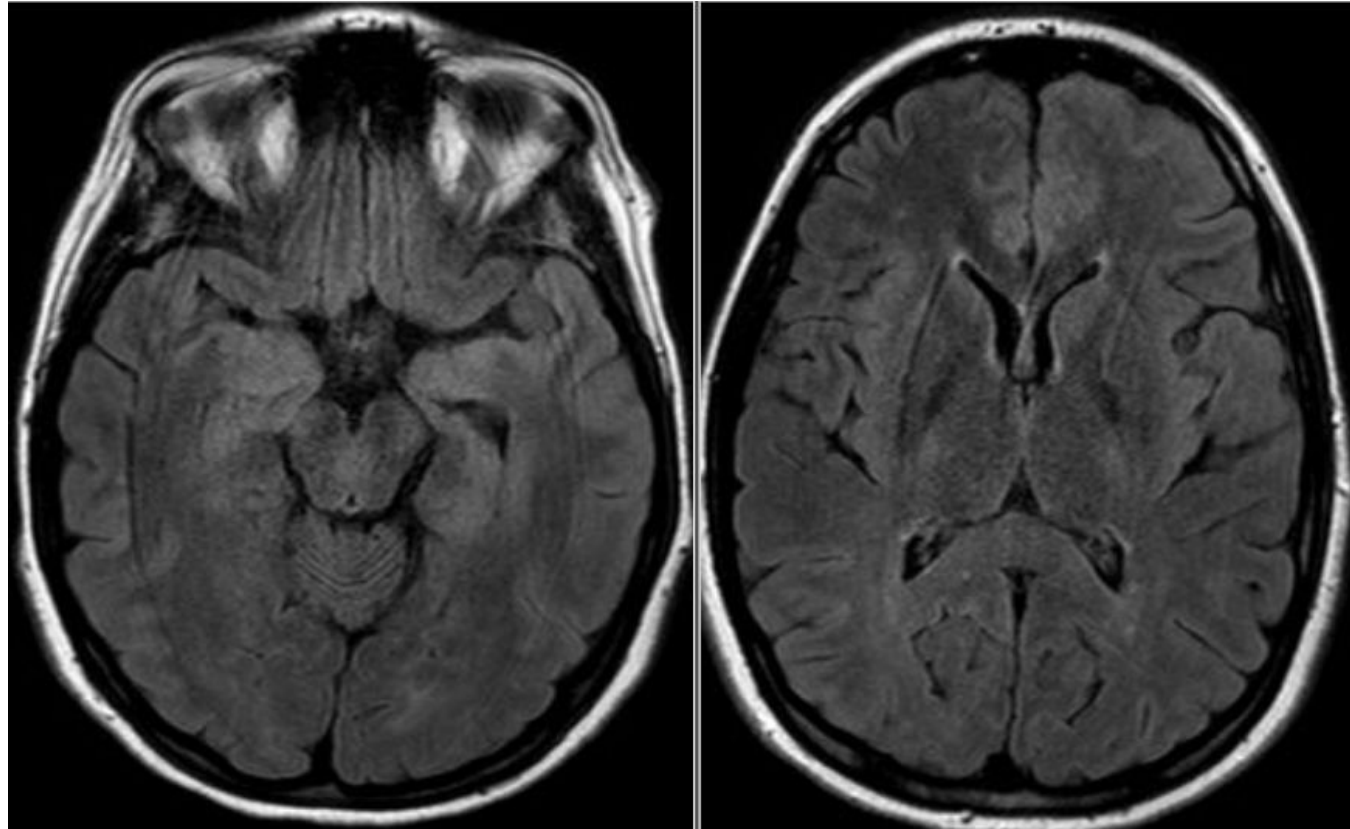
Resonancia magnética de la misma paciente, realizada dos meses después del alta hospitalaria y tras tratamiento con inmunoterapia, muestra resolución completa de las lesiones previas.
